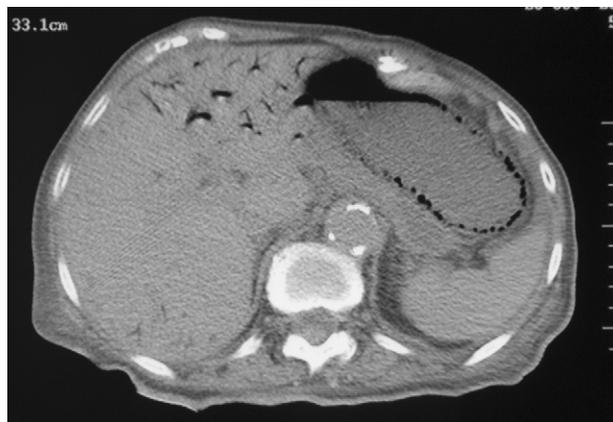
Tomografía computarizada en la que se aprecia gas en pared intestinal, en territorio portal y mesentérico.
